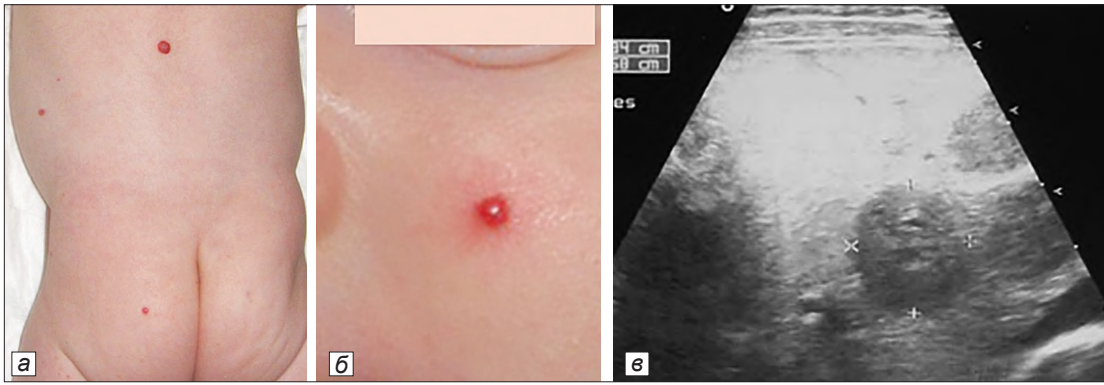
Ребенок с множественными (> 5) МГ кожных покровов: а, б – внешний вид; в – УЗИ печени: множественные гемангиомы печени.
